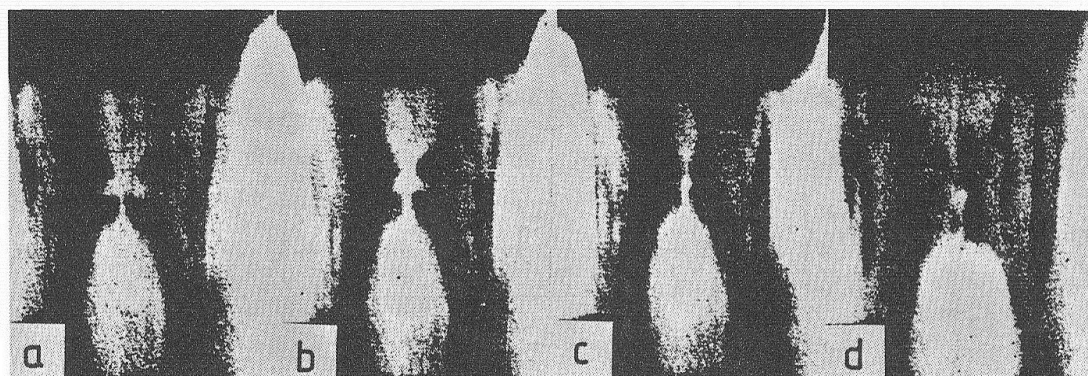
Röntgensichtbilder der Kehlkopffunktion unter emotionalem Einfluss nach Fonagy (1981)
